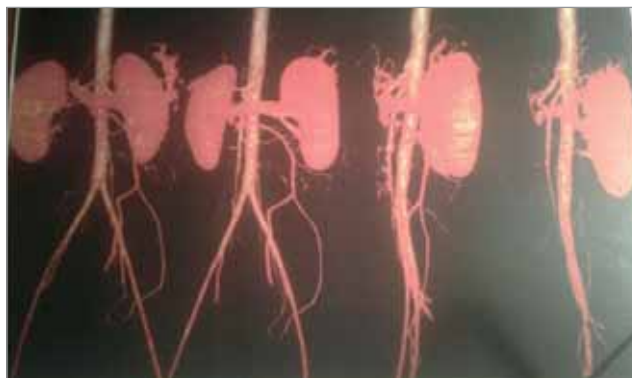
Комп'ютерна томографія черевної порожнини і малого тазу з контрастним підсиленням
